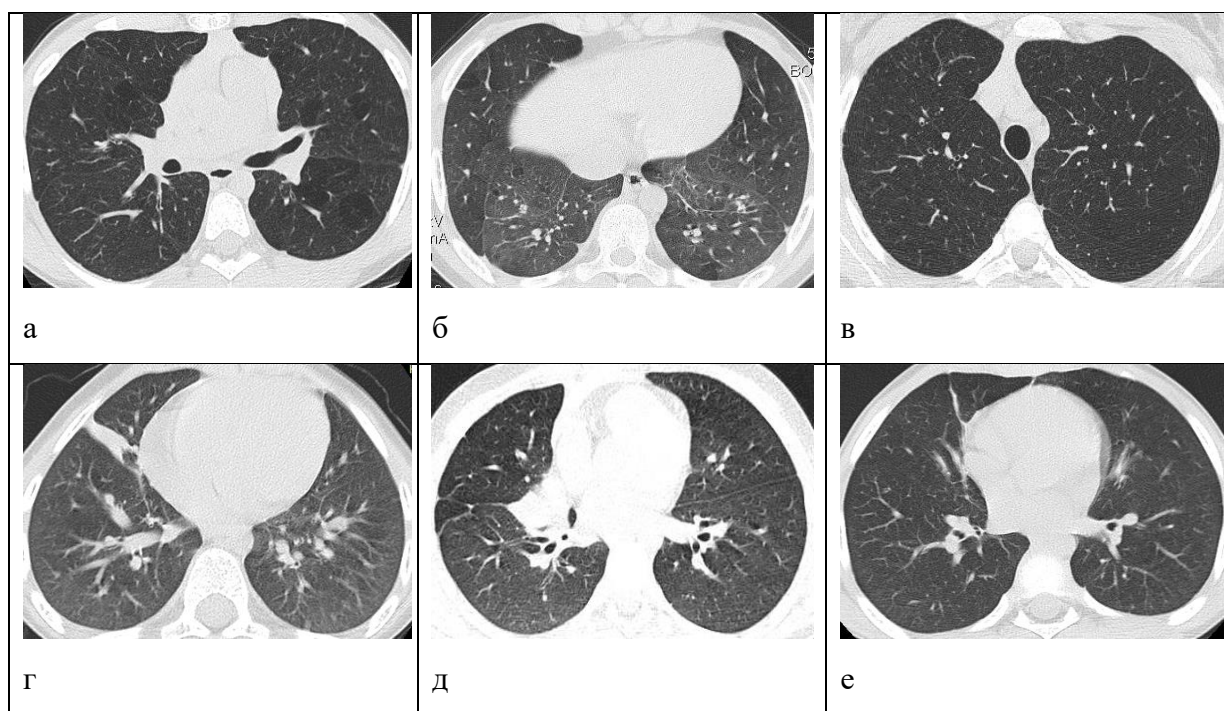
Варианты проявлений нарушений бронхиальной проходимости у детей, перенесших бронхолегочную дисплазию. Неравномерность вентиляции легочной ткани (а), наличие двусторонних «воздушных ловушек» при проведении функционального КТ-исследования «на выдохе» (б). Вздутие легочной ткани в верхних отделах с 2 сторон (в). Субсегментарный ателектаз S4 правого легкого (г), сегментарный ателектаз S4 правого легкого (д). Дисковидный ателектаз S5 правого легкого (е)
